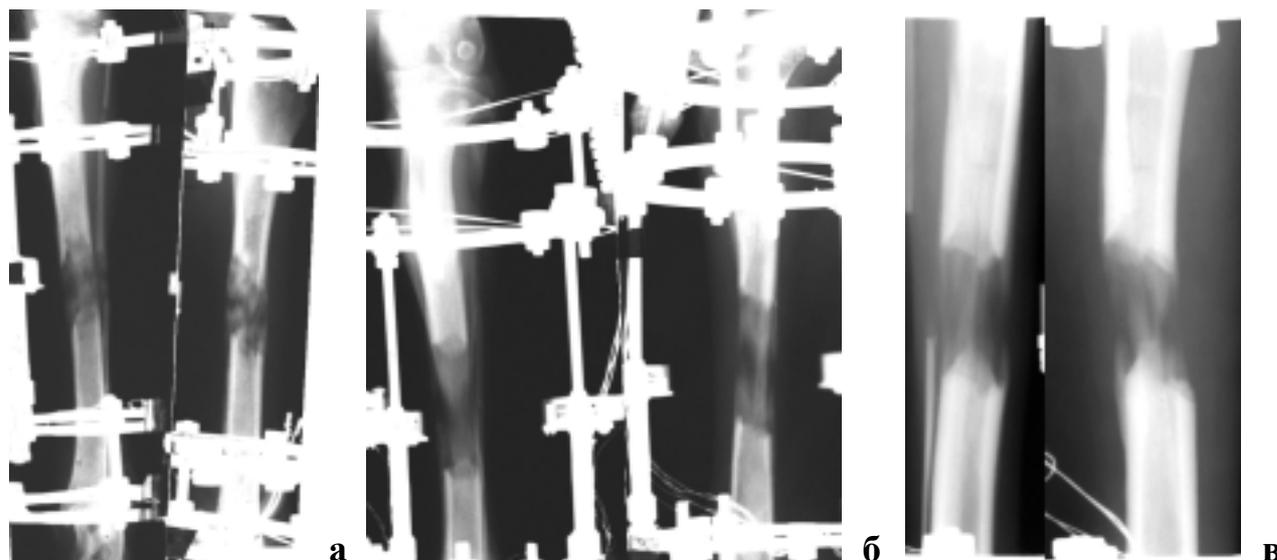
Рентгенограммы голени к моменту окончания удлинения с разным темпом автоматической дистракции: а – 1 мм в сутки, б – 2 мм в сутки, в – 3 мм в сутки.
